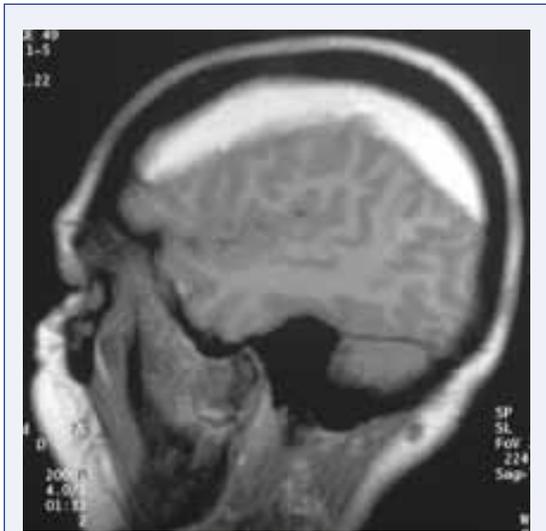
RM SAGITAL T1. IMAGEN HIPERINTENSA FRONTOPARIETAL CORRESPONDIENTE A SANGRADO SUBAGUDO.
